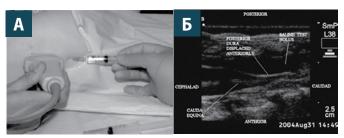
Пункция под контролем УЗИ (A) и картина УЗИ (Б) при сакральной анестезии.
